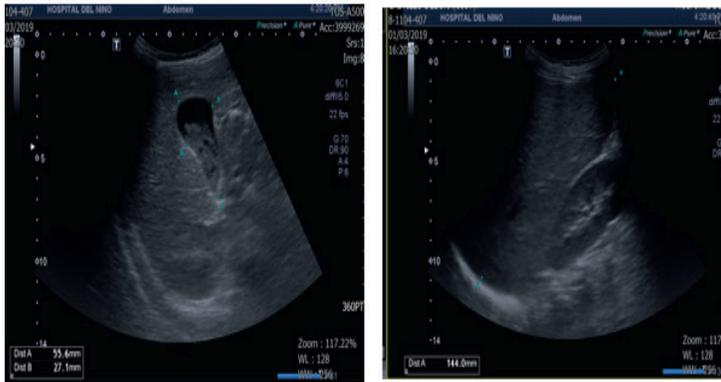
y 4 Ecografía abdominal presenta vesícula biliar con abundante barro biliar, leve hepatomegalia.
